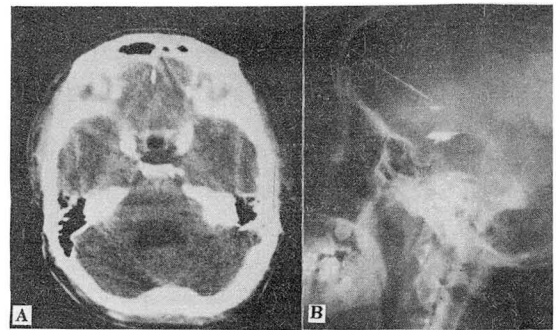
A. CT reveals dilatation of the 4th ventricle with no enhancement.
